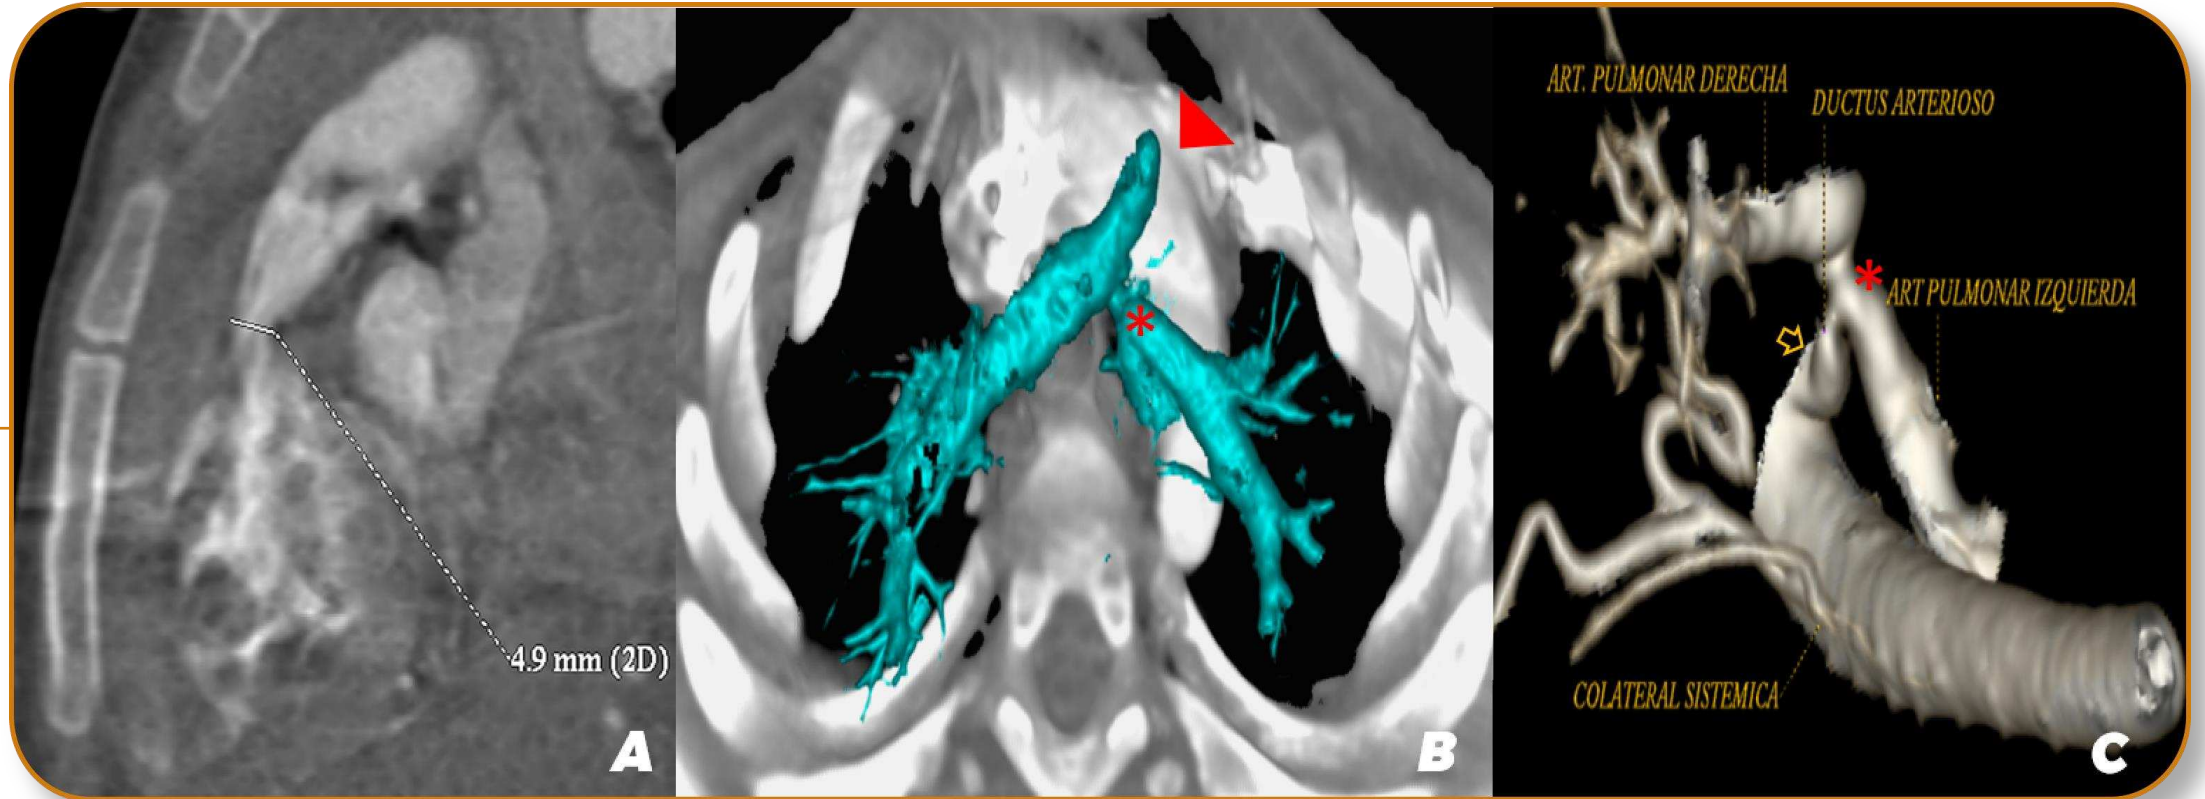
TC cardíaca con hallazgos de tetralogía de Fallot extrema. (A) Estenosis infundibular del tracto de salida del VD de 4.9mm (B y C) atresia valvular de la arteria pulmonar (punta de flecha) estenosis de la rama izquierda (asterisco) y ductus arterioso persistente (flecha amarilla), arterias colaterales aorto-pulmonares mayores (MAPCA).
